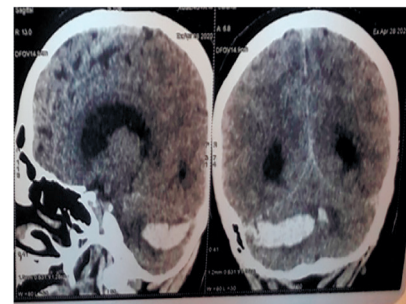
КТ-характеристика первичного повреждения/поражения головного мозга при КЧТ и ОНМК
